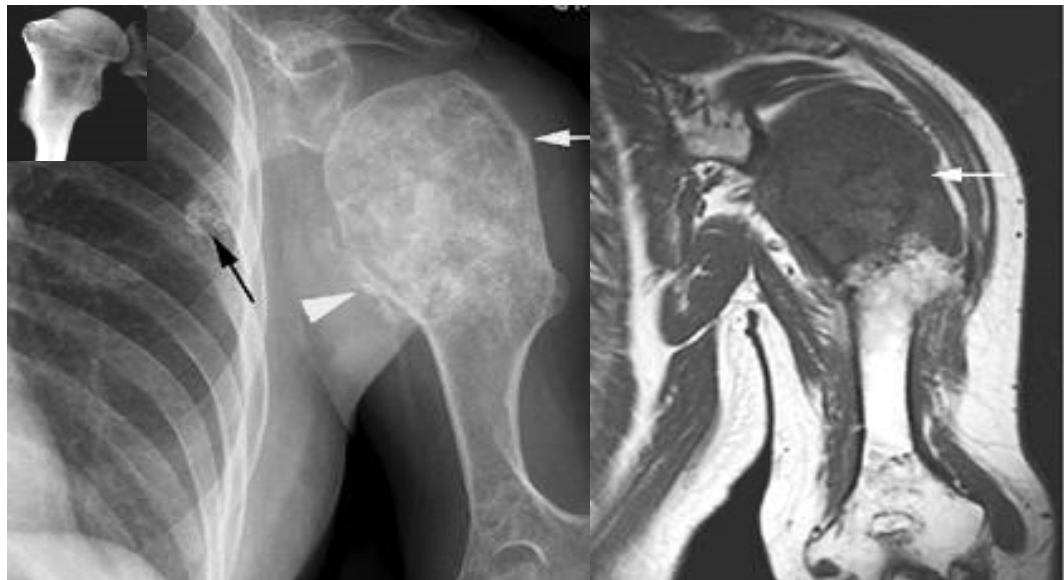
Рентгенограма в прямій проекції та МРТ T233 у фронтальній площині. Центральна хондросаркома у хворого хондродистрофією – в епіметафізі плечової кістки визначається здуття цієї зони з перебудовою структури "за хрящовим типом", часткове руйнування кортикального шару, поширення пухлини в м'які тканини, гребенеподібний періостоз і солітарний костеніючий метастаз в легеню. Інфільтрація кісткового мозку та поширеність процесу чітко візуалізується на МРТ (за Stoller D.W.).
